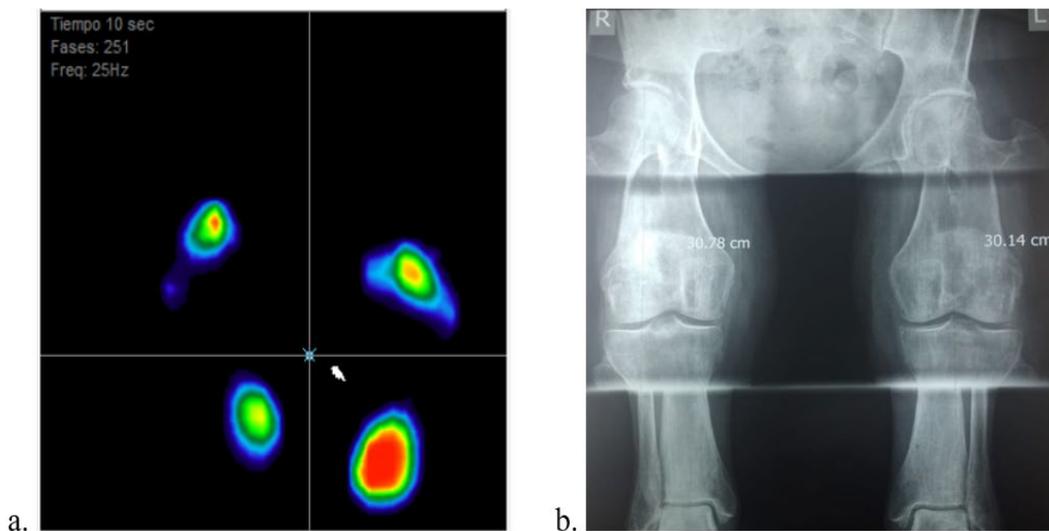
se muestra un caso distinto al anterior en donde se puede observar la comparación entre la prueba de presión plantar de manera estática obtenida por el baropodómetro (a.) y la radiografía de miembros pélvicos inferiores (escanometría) (b.) confirmando un acortamiento de 64mm en la extremidad izquierda, prueba de baropodometría obtenida en el laboratorio de biomecánica del CIATEC
